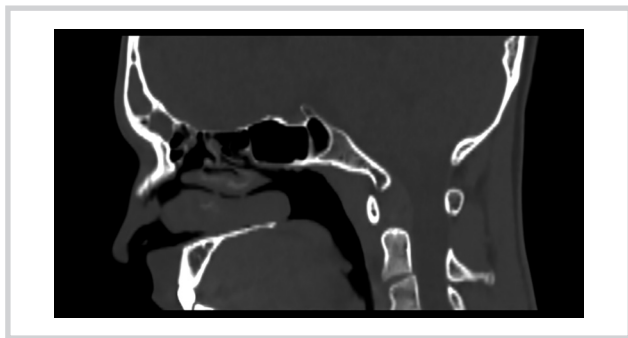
МСКТ ОНП в сагиттальной проекции — тотальное затенение левой лобной пазухи, клеток решетчатого лабиринта над agger nasi (supraaggar cell).
